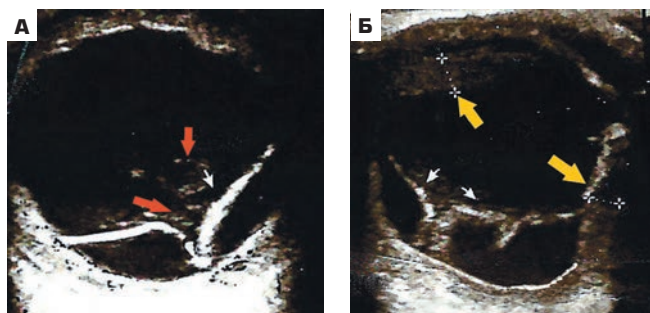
УЗИ правого (А) и левого (Б) глаза. Стрелки: белые — серозная отслойка сетчатки, красные — воспалительные элементы (взвесь в стекловидном теле), желтые — утолщенная хориоидея
